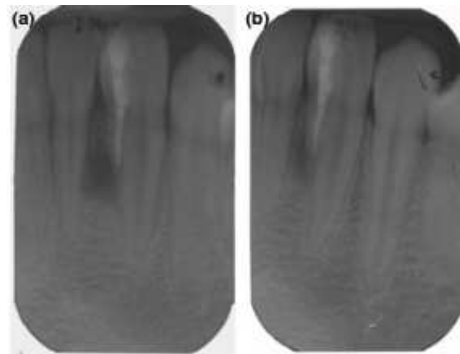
Radiographie rétro-alvéolaire a) post-opératoire b) 18 mois après l'intervention. [47]
